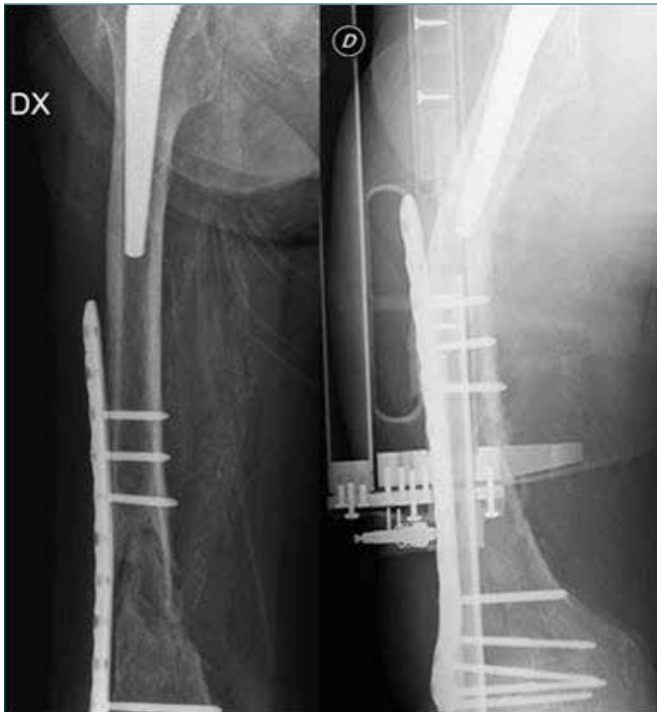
Uomo di 85 anni trattato con osteosintesi con placca e viti per frattura sovracondilica su endoprotesi d'anca omolaterale con placca troppo corta, a destra radiografia che dimostra rifrattura a 7 mesi dalla sintesi per trauma a bassa energia.
